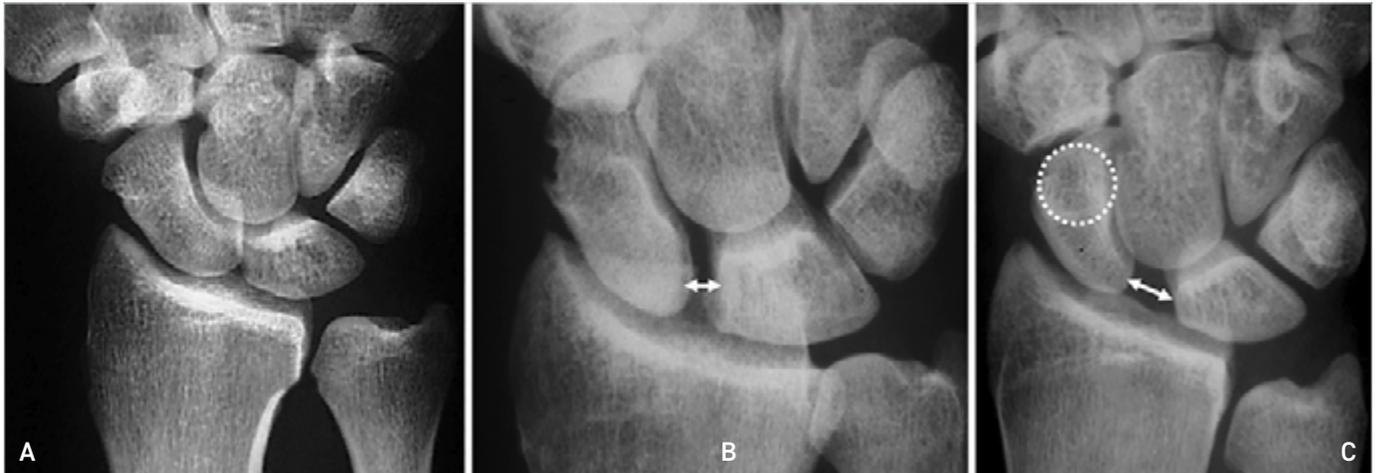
Tre immagini radiografiche frontali di polso che dimostrano le tre forme diverse in cui una lesione del legamento scafolunato si può mostrare. A) Non diastasi scafo-lunata. B) Minima diastasi della scafo-lunata. C) Ampia diastasi (dissociazione) della scafo-lunata con flessione dello scafoide che produce il segno dell'anello (ring sign).
